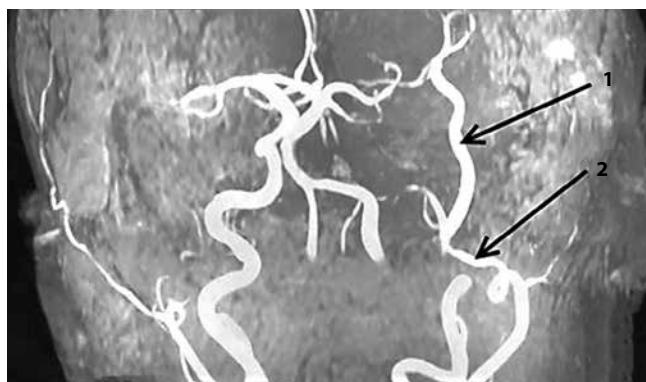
Послеоперационная магнитно-резонансная томография пациента Д.: 1 – шунт, 2 – верхнечелюстная артерия
